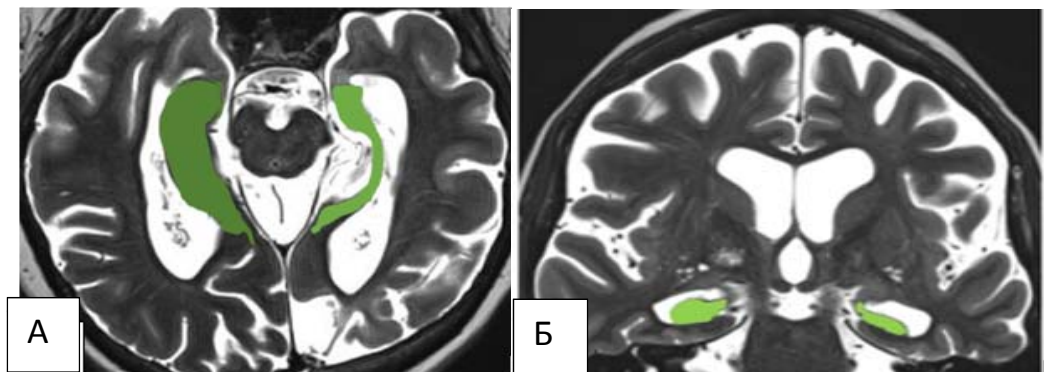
Склероз гиппокампа слева. МРТ 3Т, T2-томограммы. А-аксиальный срез, Б-коронарный срез. Хорошо проиллюстрирована выраженная атрофия левого гиппокампа изменения более выражены в головке и теле гиппокампа.
